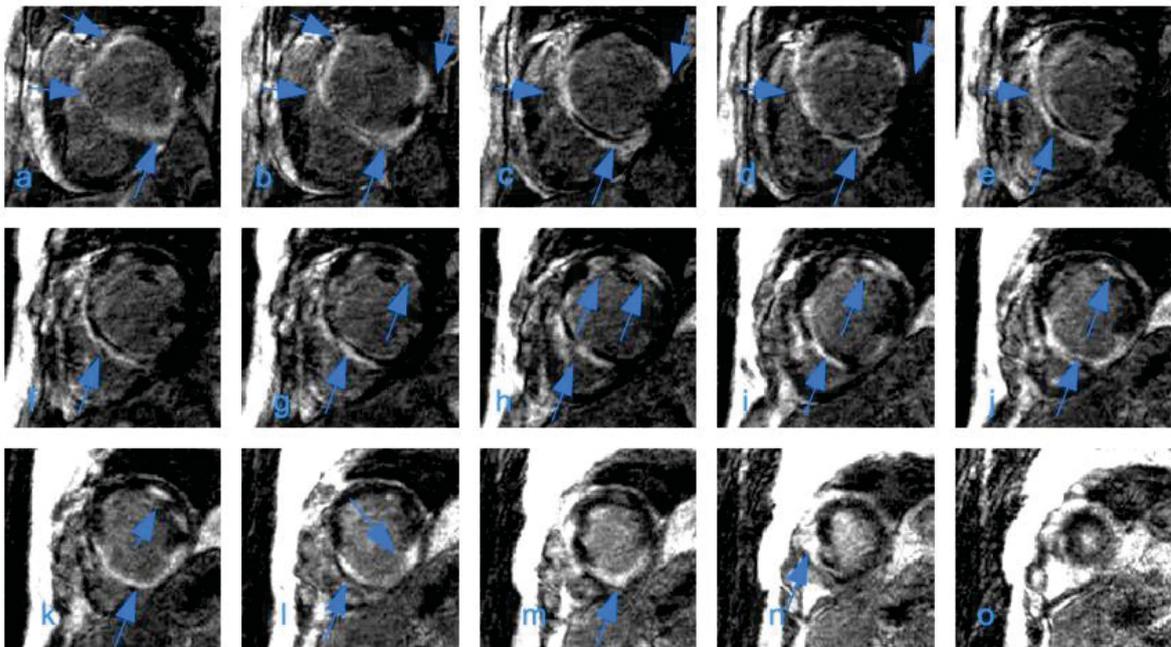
a-o: MRT des gleichen Patienten aus Abbildung 25 mit fleckigem, eher diffusem epimyokardialem *Enhancement*. → Signalanhebung basal anterior, basal anteroseptal, basal inferoseptal, basal inferior, medial anterior, medial anteroseptal, medial inferoseptal, medial inferior, medial inferolateral, apikal anterior, apikal septal, apikal inferior, apikal lateral und apex vereinbar mit einer Myokarditis. Navigator-gesteuerte 3D IR-TFE. Fortlaufende Schnitte.
